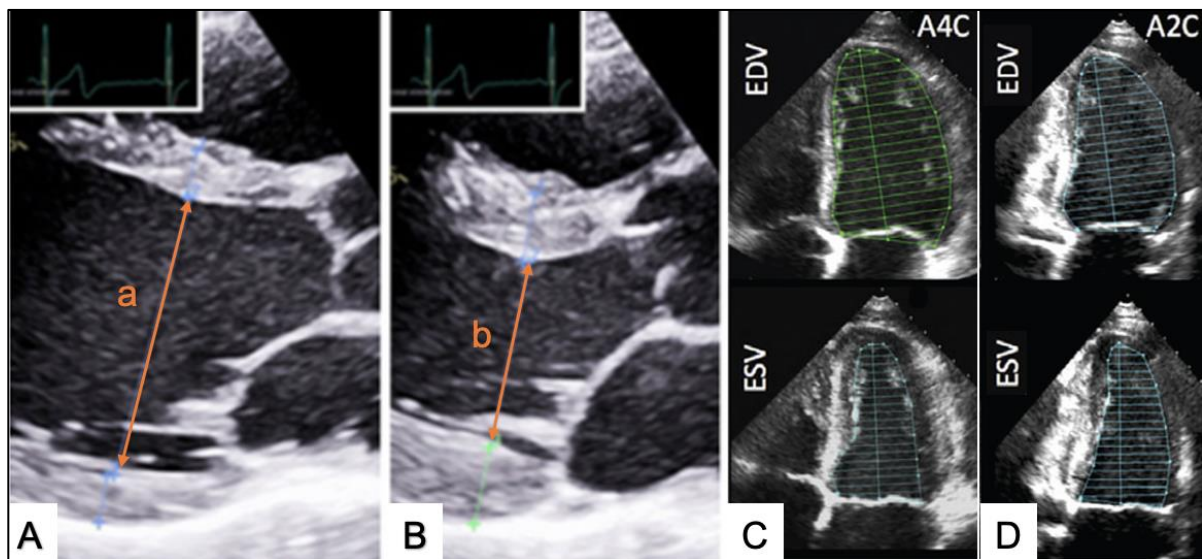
Echokardiographische Messungen der linksventrikulären Ejektionsfraktion
